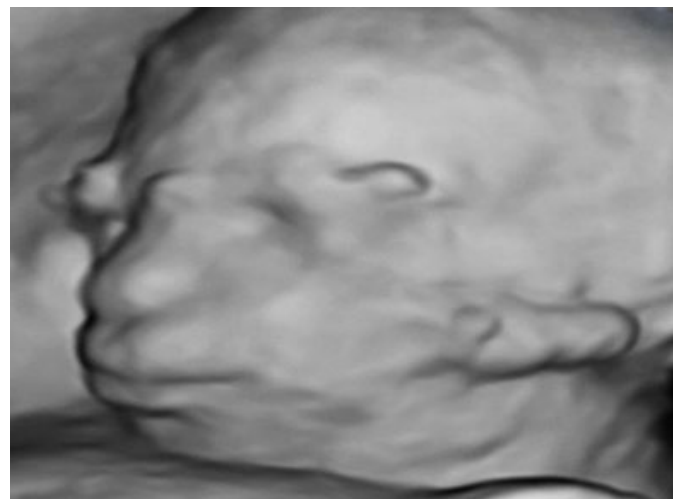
Imagen de ecografía tridimensional en la cual se observa micrognatía, alteración del pabellón auricular izquierdo con implantación baja y microsomía hemifacial izquierda
